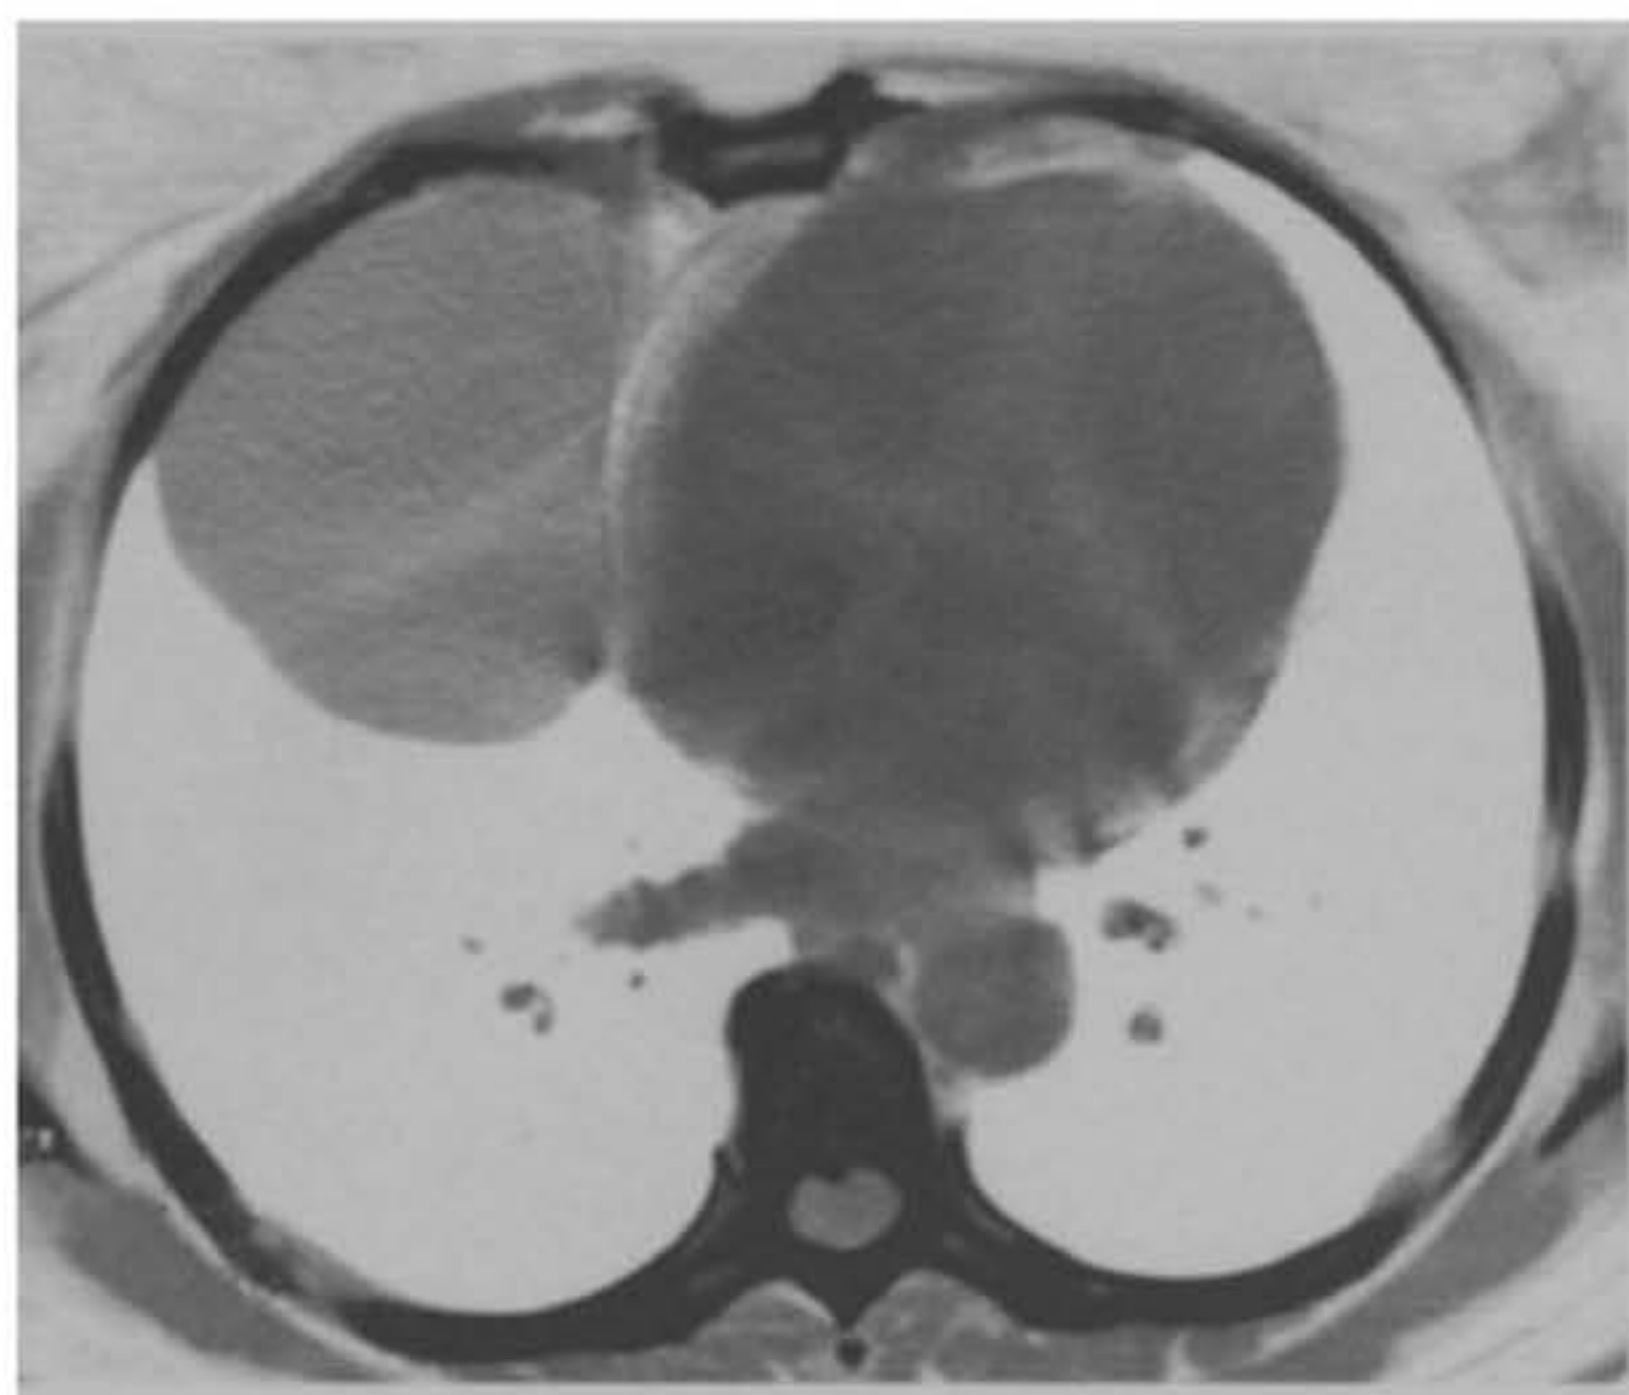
Imagem axial de tomografia computadorizada de tórax mostrando um cisto broncogênico (seta).
